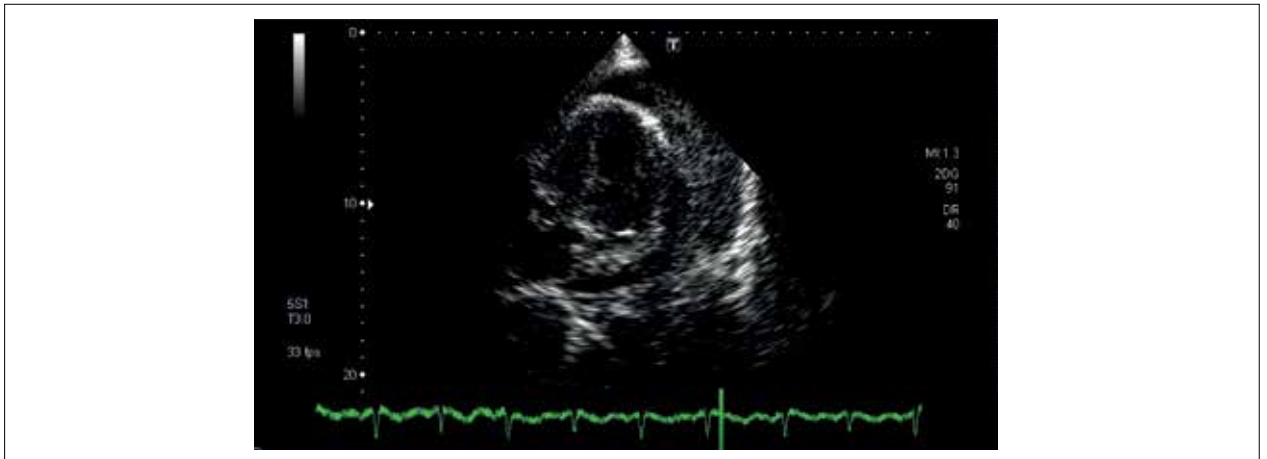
Ecocardiograma transtorácico (corte apical de 4 câmaras) mostrando volumoso derrame pericárdico com densidade aumentada, associado à parede lateral do ventrículo esquerdo. VD: ventrículo direito; VE: ventrículo esquerdo; DP: derrame pericárdico; AD: átrio direito; AE: átrio esquerdo.
